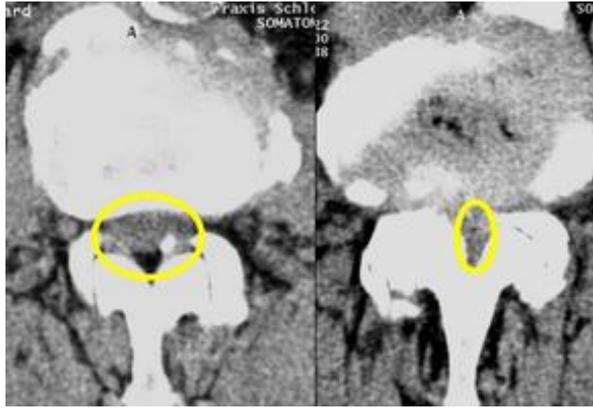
Computertomographisches Bild einer Spinalstenose [Bilder 2]
